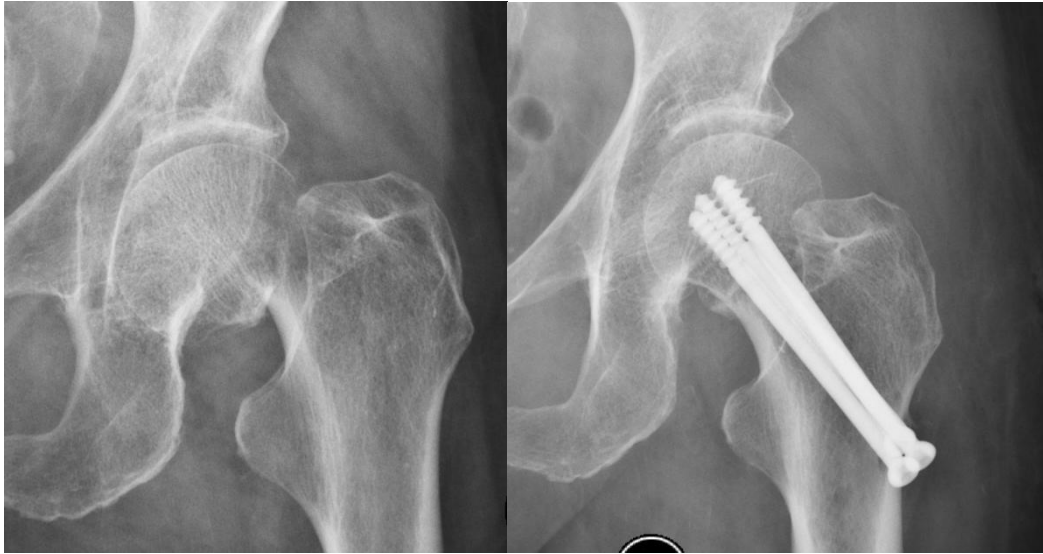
Рентгенограмма тазобедренного сустава после операции
